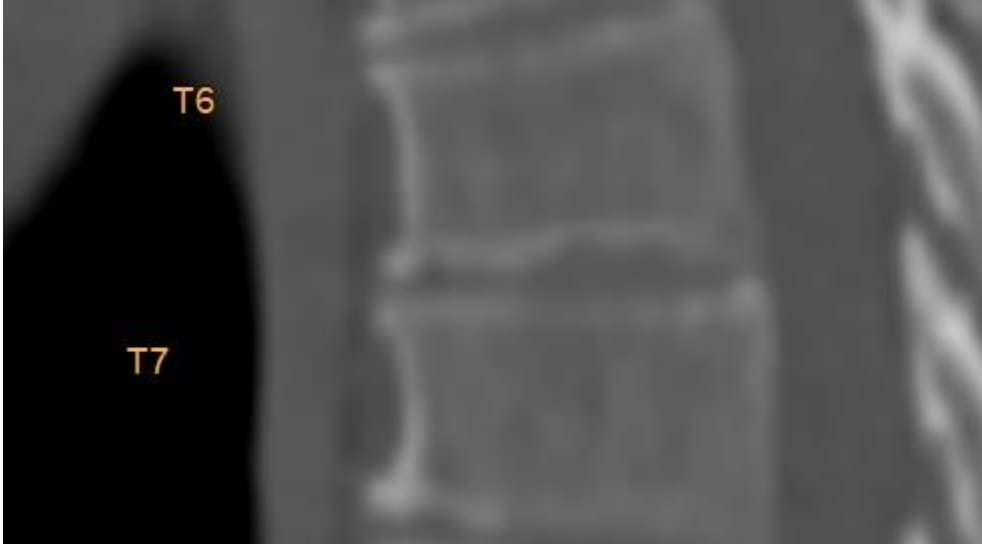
Osteofit Lineer Evre 4 olarak değerlendirilmiş BT görüntüsü
